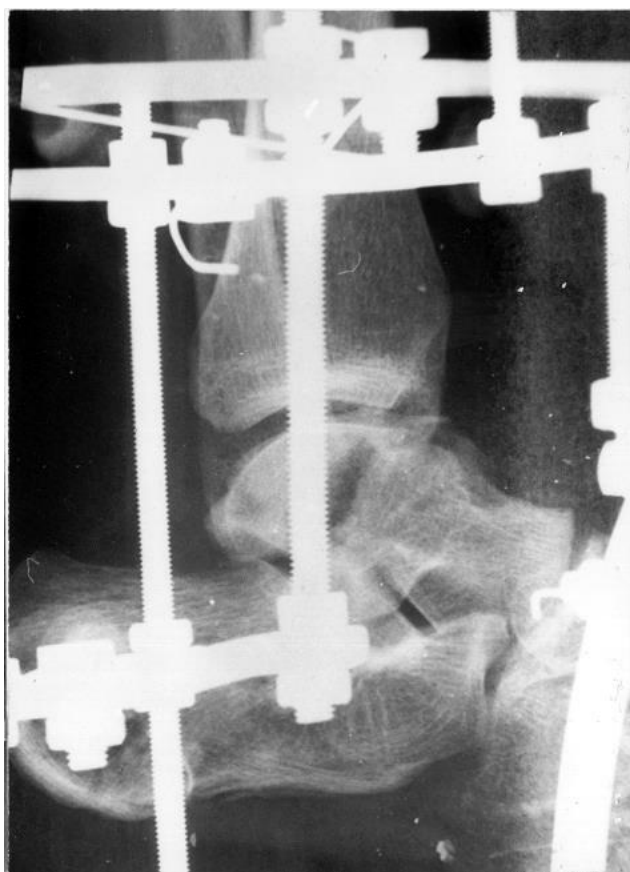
Фотоотпечаток с рентгенограммы голеностопного сустава и корня стопы (профиль) больной Е., 18 лет, и.б. №7893. Не достигнута адаптация между фрагментами таранной кости, отмечается нарушение конгруэнтности суставной поверхности блока.
